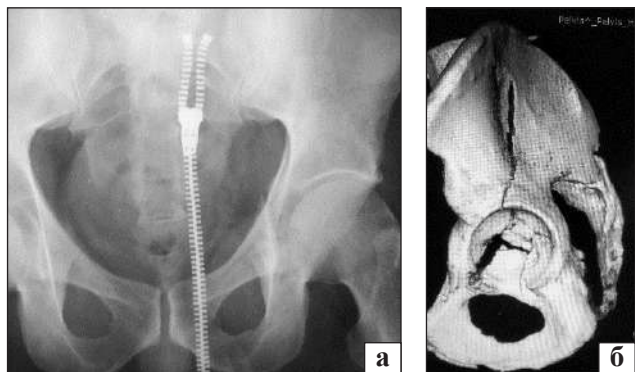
Пацієнт X., 36 років, уламковий перелом лівої кульшової западини з поперечним компонентом і переходом на тіло клубової кістки 62 B3.2 за AO/ASIF: а) рентгенограма; б) КТ таза (3D-реконструкція)
